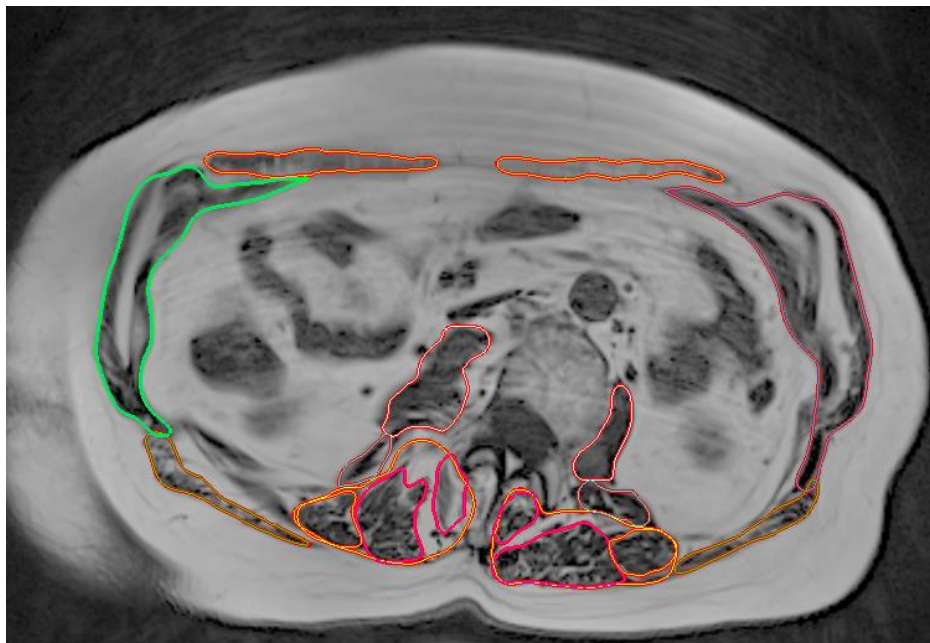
Coupe axiale IRM d'une patiente de 63 ans, avec un manque de lordose lombaire de 30°, un angle de Cobb de 55° et une infiltration graisseuse de l'ensemble des muscles (abdominaux, obliques, érecteurs du rachis mais moins des psoas).
